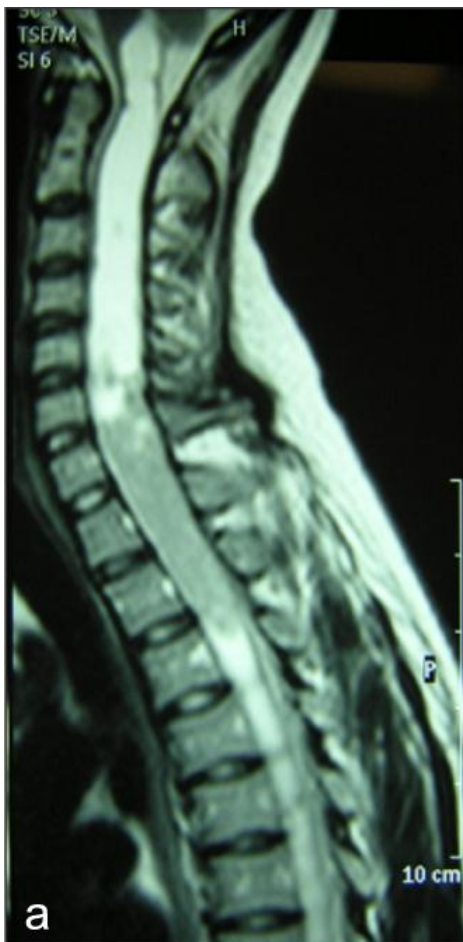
Patient 106, T2 MRT einer Tumorassozierten Syringomyelie
